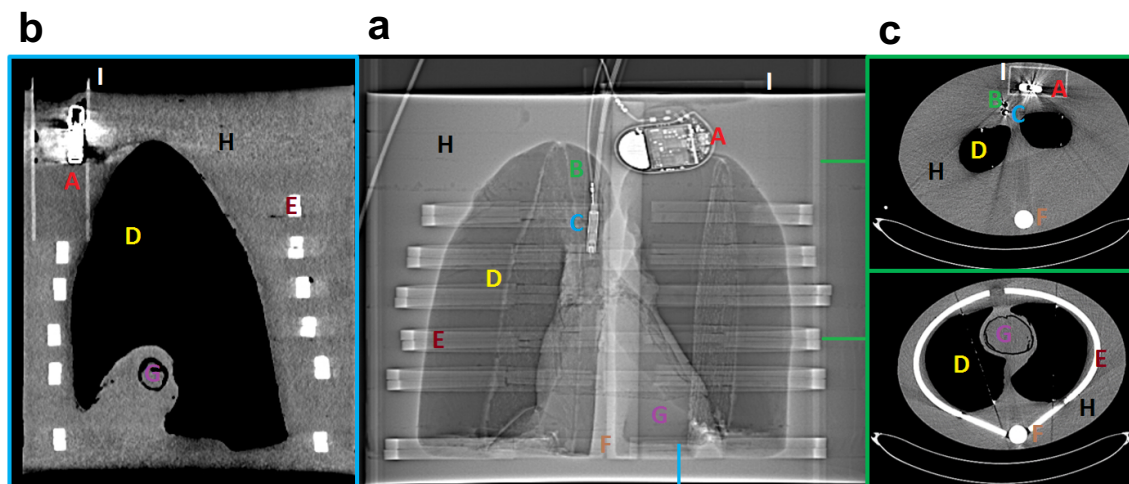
CT-Scan der Messumgebung ohne die Katheterzugänge für die radioaktive Quelle. (a) Topogramm (coronale Schicht); (b) Sagittalschnitt, an den durch die blaue Markierung angegebenen Position im Topogramm; (c) Transversalschnitte an den Positionen, die durch die grünen Markierungen im Topogramm angezeigt sind. A: Schrittmacher, B: Elektrodenkabel, C: Dosimeter, D: Lunge, E: Rippen, F: Wirbelsäule, G: Herz. Die CT-Scans wurden zur finalen Validierung der HU-Werte und zur Kontrolle der Anordnung der künstlichen anatomischen Strukturen durchgeführt. Abbildung entnommen aus Stich et al. (35) mit Genehmigung von De Gruyter.
